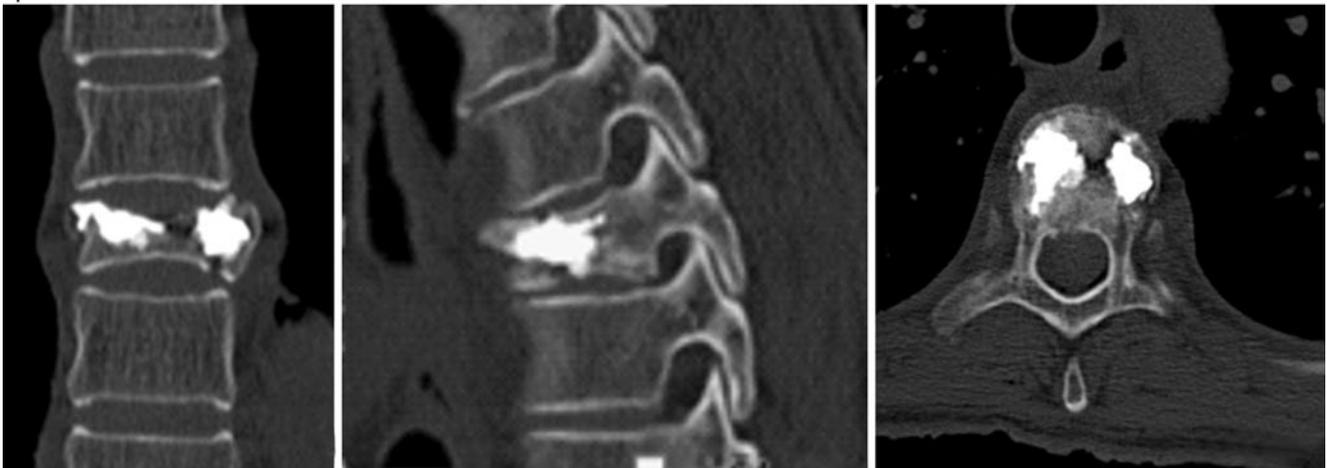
▲ Schon die Qualität bisheriger 3D-Bildverstärker (oben) ist bei bestimmten Anwendungen mit einem CT (unten) vergleichbar. Die neuen C-Bögen können den nach wie vor bestehenden Abstand vermutlich noch weiter reduzieren und erlauben damit neue Dimensionen der intraoperativen Kontrolle
